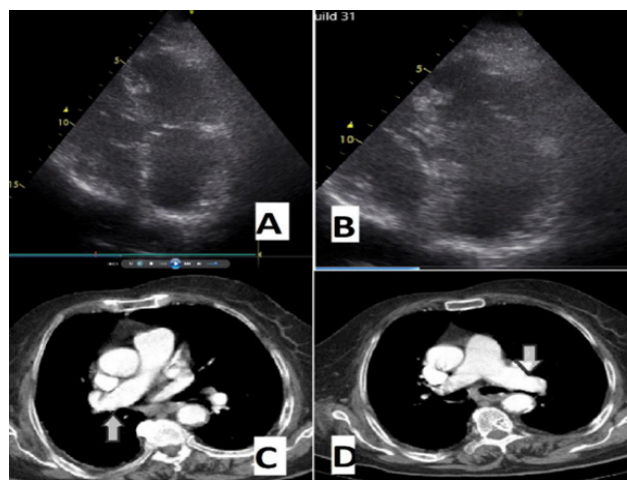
A, B ; The echocardiographic image demonstrates after treatment right atrium. C, D; the computed tomography image demonstrates after treatment both pulmonary arteries
